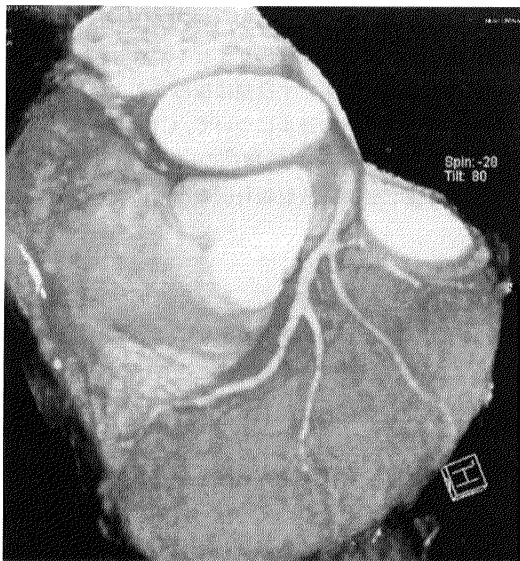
Coronary CT angiography shows left coronary artery.
